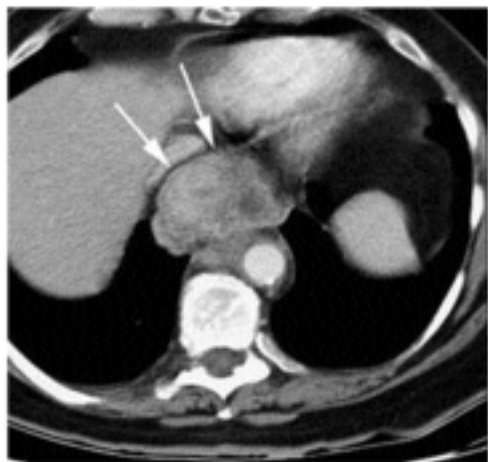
TAC. Carcinoma de esófago.
